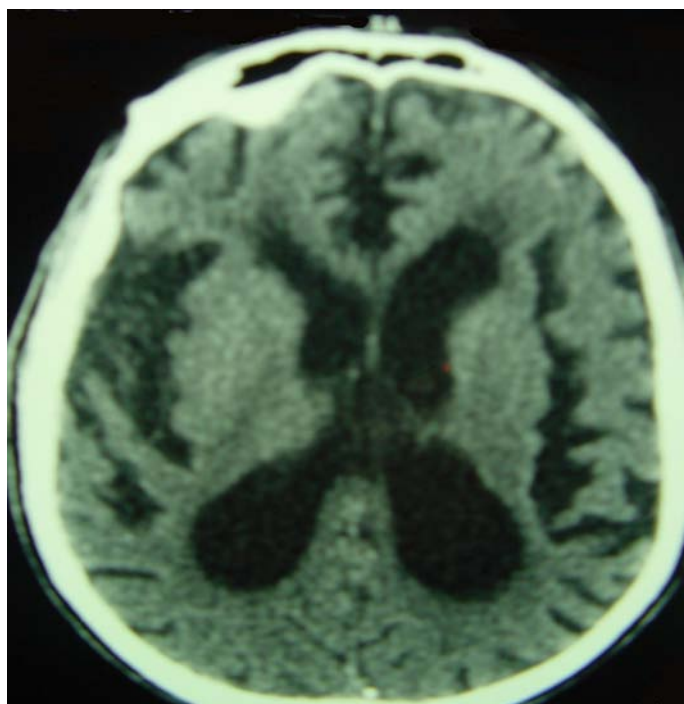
TDM cérébrale montre une atrophie cortico sous corticale
